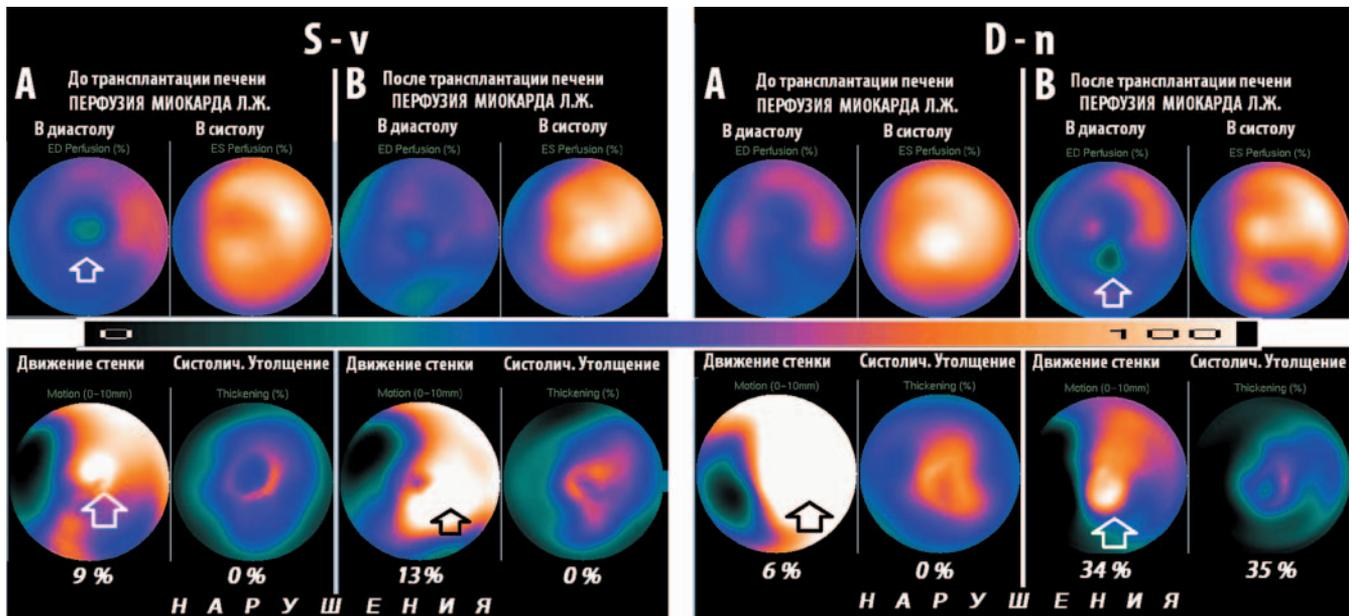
ОФЭКТ, синхронизированная с ЭКГ. Взаимные изменения перфузии и функции миокарда ЛЖ до (А) и после (В) трансплантации у больных S-v и D-n. Объяснения в тексте
